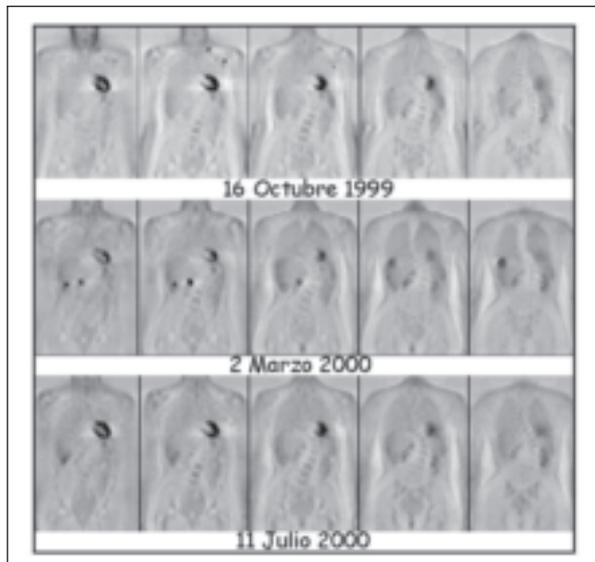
Estudio PET-FDG mostrando afectación supraclavicular izquierda en una paciente con cáncer de mama tratada, que presentaba un aumento de marcadores sin evidencia de enfermedad. Tras detectar la recidiva y su localización, la valoración seriada permitió cambiar el régimen de quimioterapia al comprobar la resistencia a la primera línea de tratamiento.
